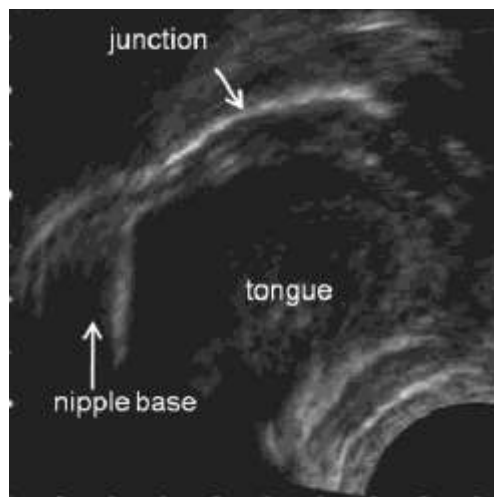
Obraz USG jamy ustnej podczas ssania piersi przez dziecko z ankyloglossią
